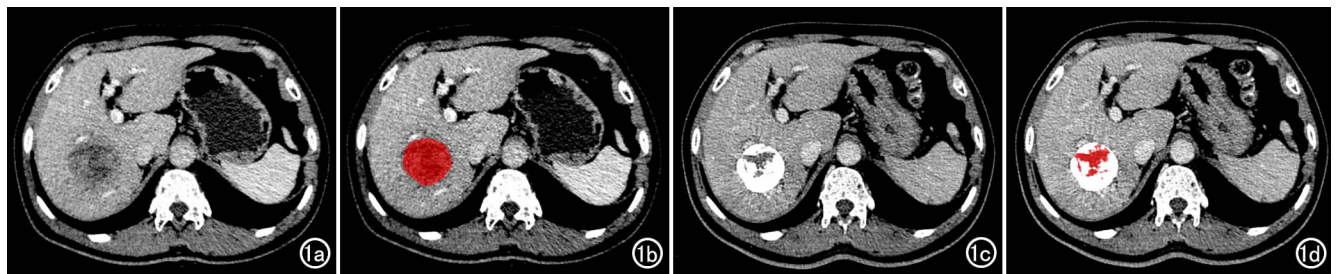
HCC 患者,男,55 岁,丙肝,治疗前 AFP 阴性。a)TACE 治疗前门静脉期薄层 CT 图像,显示肝右叶类圆形低密度病灶;b)图 a 上勾画 ROI 后的图像,ROI 为红色;c)血管内皮抑制素联合 TACE 治疗后 CT 增强门静脉期图像,病灶内可见碘油沉积的致密高密度影,仅部分中心区域无碘油沉积;d)在图 c 上勾画 ROI 后,基于 CT 值分割 ROI,CT 值大于 200HU 的白色区域为碘油沉积区,小于 200HU 的红色区域为最终 ROI,对最终 ROI 进行纹理分析。
